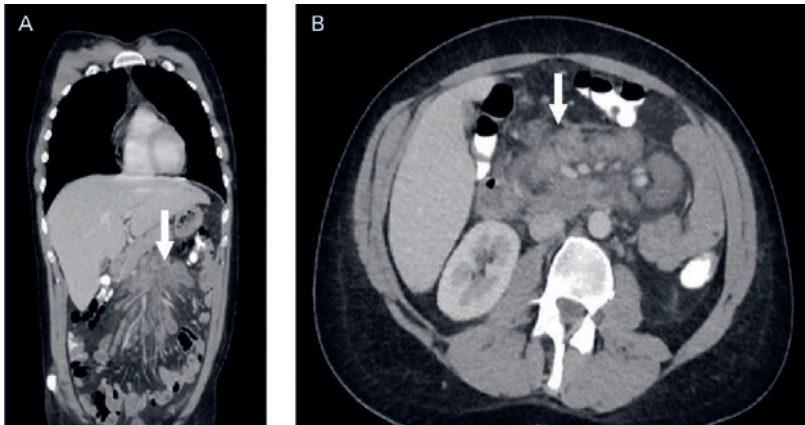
Computertomographie (A: coronar, B: axial) mit mesenterialer Lymphadenopathie.
